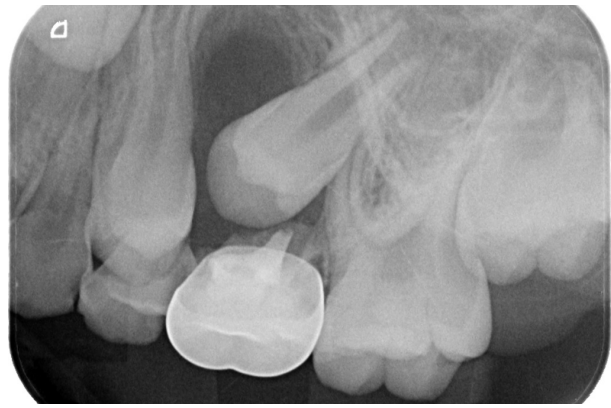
Radiografía retroalveolar que muestra una gran área radiolúcida con un borde claro inmediatamente debajo del segundo molar primario relacionado con el segundo premolar.
